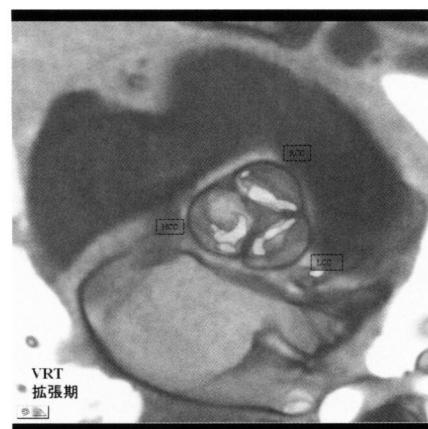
CT画像VRT表示 石灰化の形状が確認できる。
